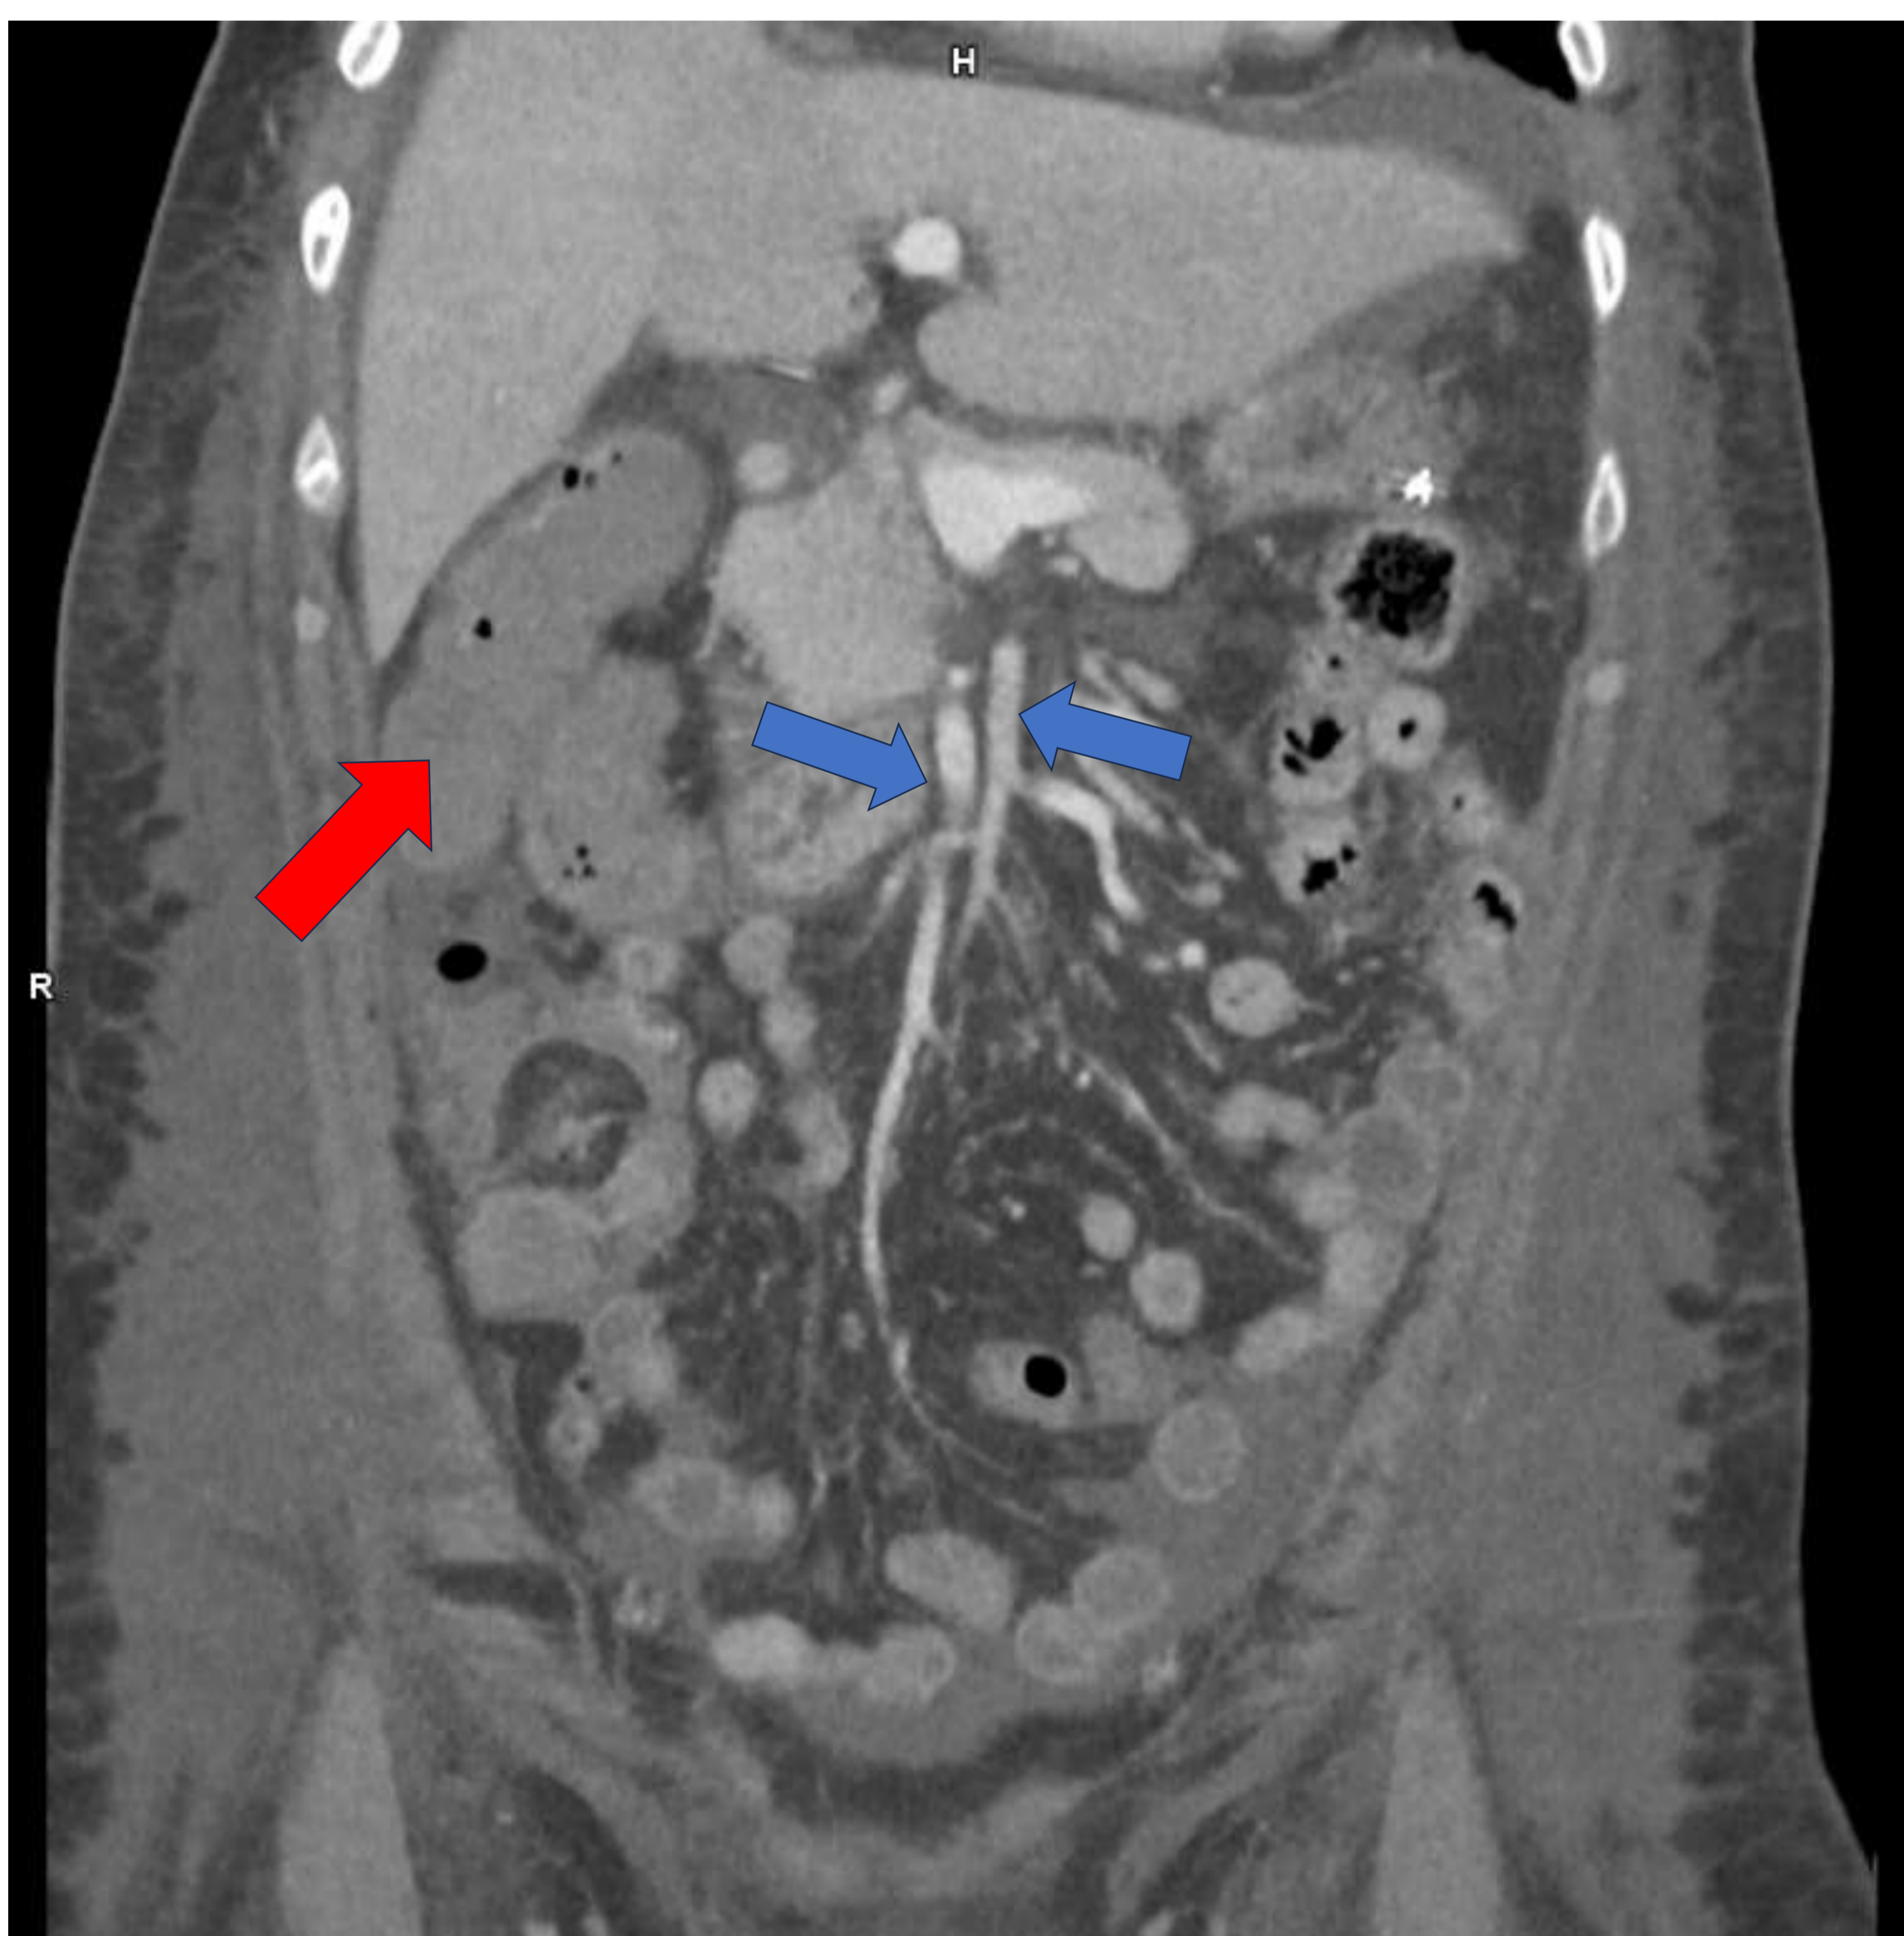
Colitis isquémica. TC abdominopélvico fase portal, corte coronal.
